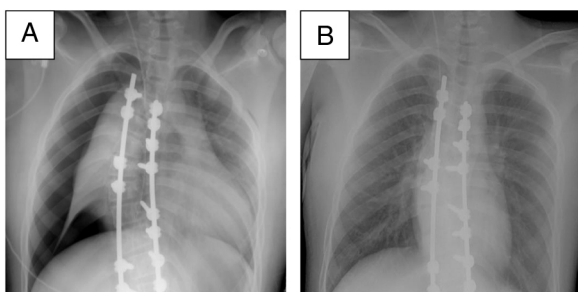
Neumotórax. A) Neumotórax derecho. B) Radiografía tras retirada del tubo de tórax, neumotórax resuelto.
